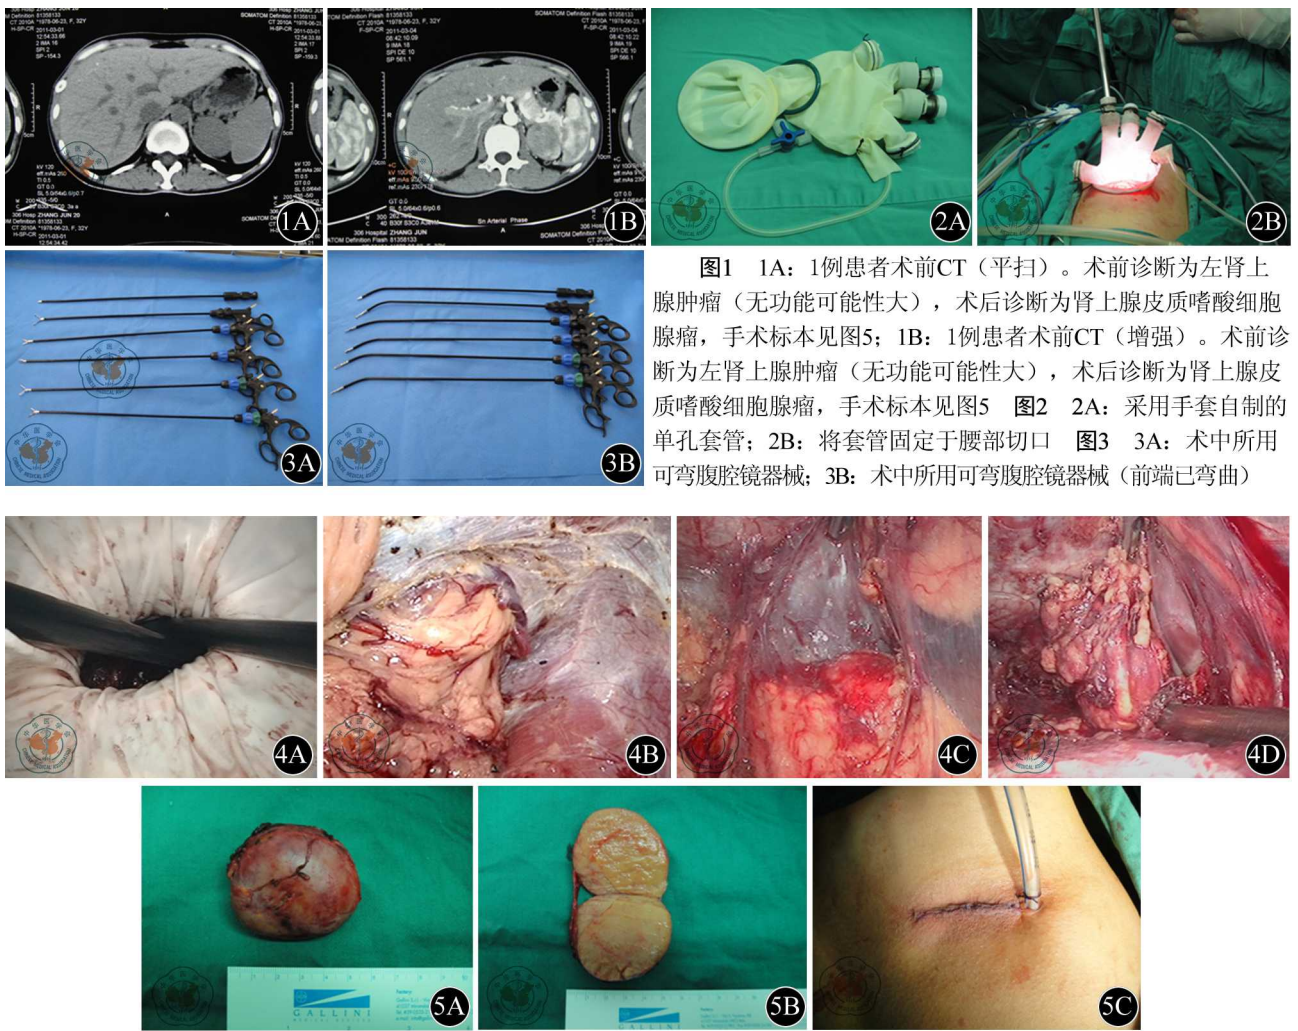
1A: 1例患者术前CT(平扫)。术前诊断为左肾上腺肿瘤(无功能可能性大), 术后诊断为肾上腺皮质嗜酸细胞腺瘤, 手术标本见图5; 1B: 1例患者术前CT(增强)。术前诊断为左肾上腺肿瘤(无功能可能性大), 术后诊断为肾上腺皮质嗜酸细胞腺瘤, 手术标本见图5 图2 2A: 采用手套自制的单孔套管; 2B: 将套管固定于腰部切口 图3 3A: 术中所用可弯腹腔镜器械; 3B: 术中所用可弯腹腔镜器械(前端已弯曲)
